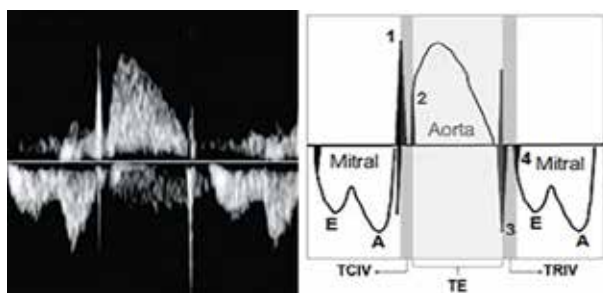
Técnica de la medición del índice de rendimiento miocárdico modificado (55). Hacia la izquierda se aprecia la imagen del doppler pulsado del ventrículo izquierdo en un nivel donde se muestra en escala negativa la onda bifásica (E/A) del flujo transmitral y en la escala positiva la onda monofásica del flujo transaórtico. A la derecha se aprecian los diferentes puntos de reparo para la medición del IRM: (1) Chasquido de cierre de la válvula mitral, (2) Chasquido de apertura de la válvula aórtica, (3) Chasquido de cierre de la válvula aórtica y (4) Chasquido de apertura de la válvula mitral. Igualmente se muestran los reflejos de los chasquidos del cierre de la válvula mitral y de la válvula aórtica (55).
